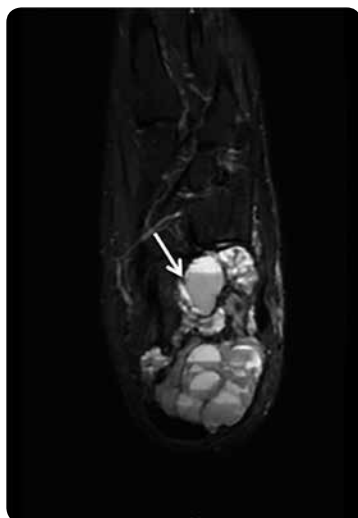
RM en secuencia axial STIR: múltiples quistes de paredes delgadas con niveles líquido-líquido (flecha blanca).
